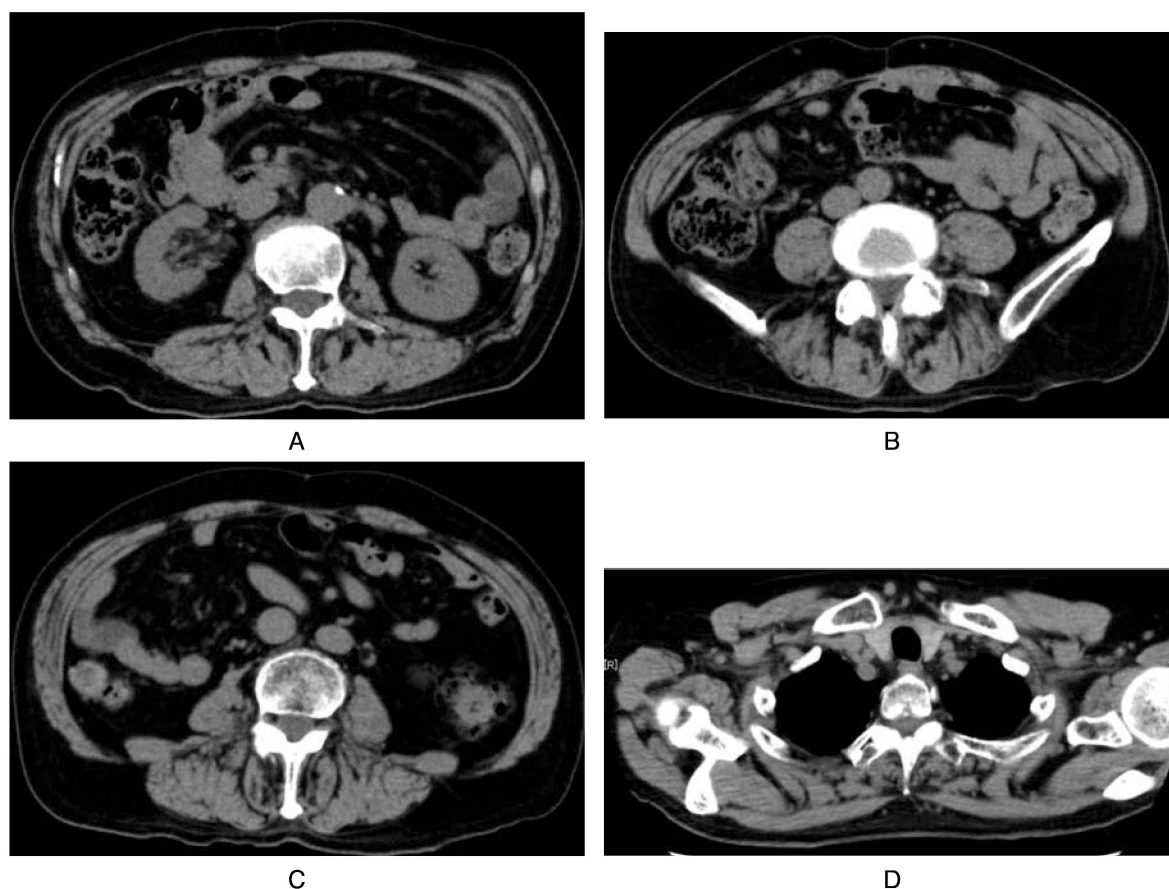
CT. Thoracoabdominal plain CT after chemotherapy showed complete remission. (A) Thickness of renal pelvis and (B) ureteral wall was decreased. (C) Swelling of para-aortic and (D) supraclavicular lymph nodes was reduced.
